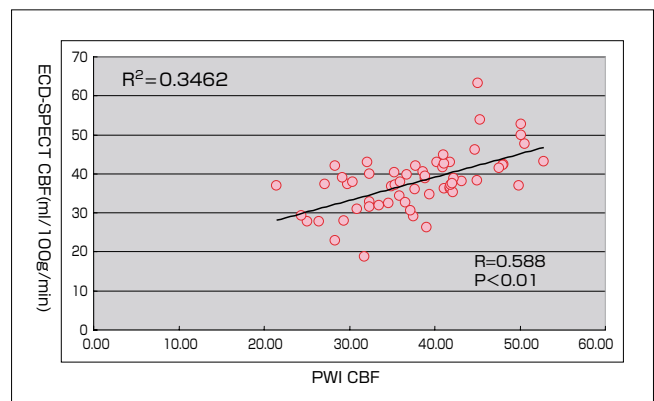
PWI CBFとECD-SPECT CBFとの関係
